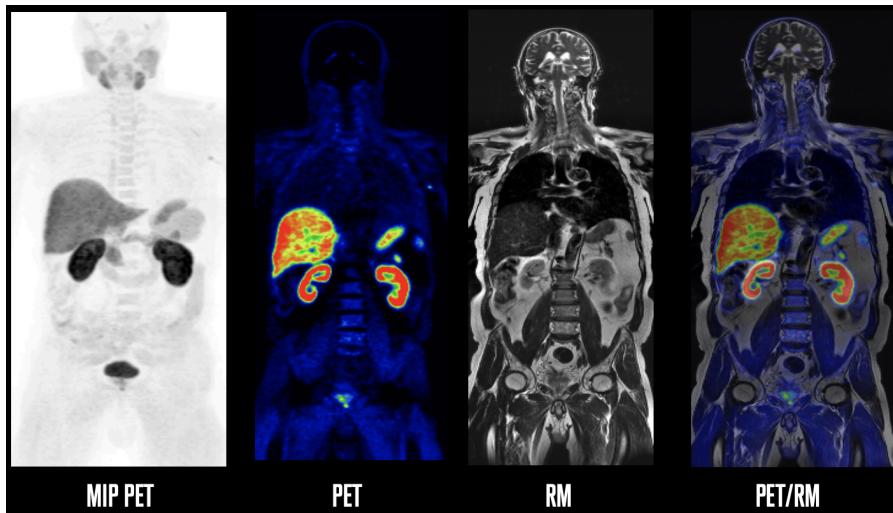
Las innovaciones en las técnicas de imagenología PET-RM están demostrando ser útiles para el diagnóstico no invasivo de condiciones médicas, tales como la demencia temprana (Fotografía por Getty Images).
